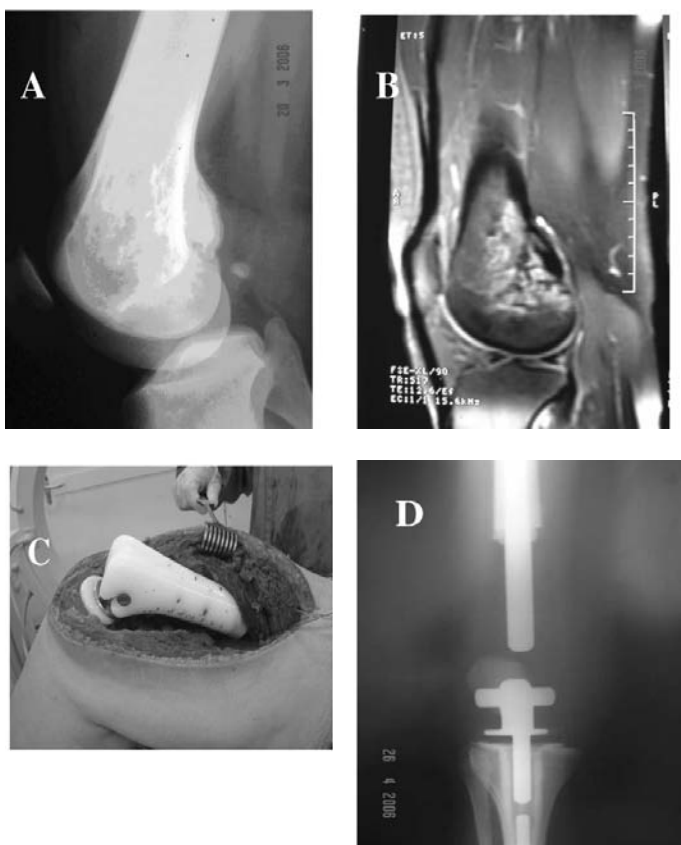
Caso 22, 15 anos. Osteossarcoma da extremidade distal do fêmur. A) Radiografia simples do fêmur; B) Ressonância magnética da região afetada; C) Aspecto intra-operatório da reconstrução com endoprótese total distal do fêmur; D) Radiografia simples pós-operatória, mostrando a reconstrução.
